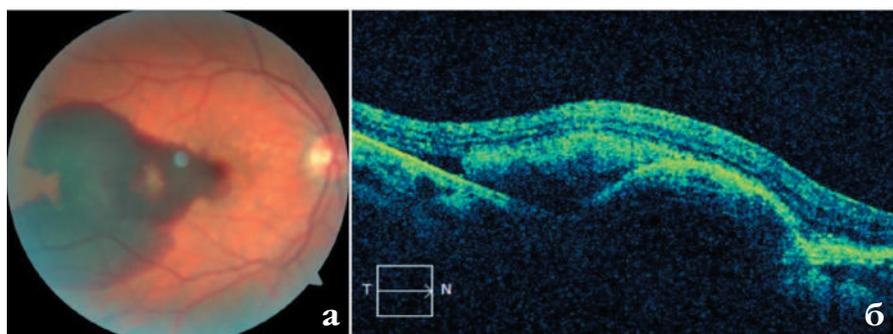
Массивная СМК на фоне влажной формы ВМД, пациентка П. 52 лет: а) фотография глазного дна; б) оптическая когерентная томограмма макулы
